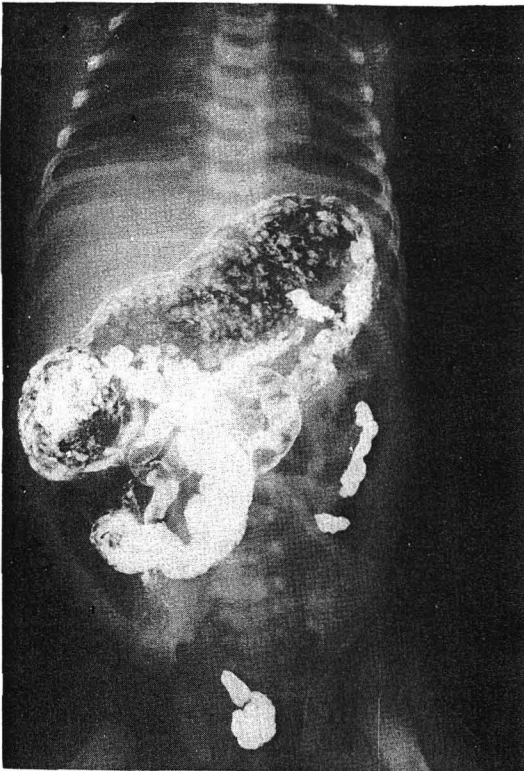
Delayed flat abdominal x-ray after barium enema study shows segmental, fusiform dilatation of the ileum in Case 1.
